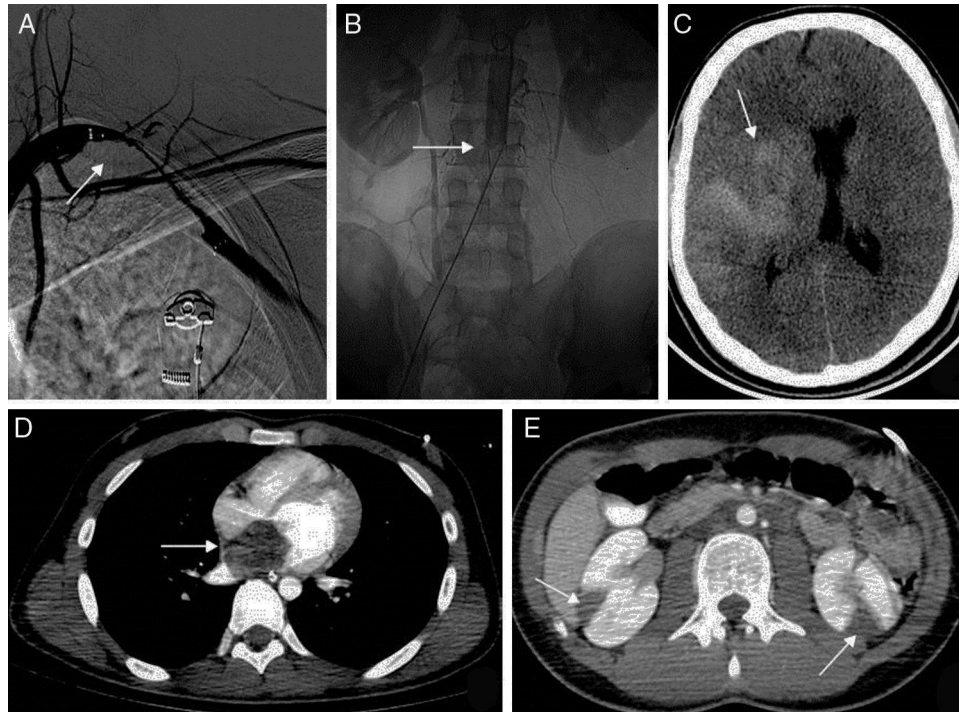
A) Arteriografía de troncos supraaórticos que muestra defecto de repleción por embolia en arteria subclavia izquierda (flecha). B) Arteriografía de aorta abdominal con oclusión embolígena infrarrenal (flecha). C) Angio-TAC cerebral con hemorragia intracerebral hemisférica derecha con desplazamiento de línea media (flecha). D) Angio-TAC torácico con masa intracavitaria auricular izquierda (flecha). E) Angio-TAC abdominal con infarto renal bilateral (flechas).
